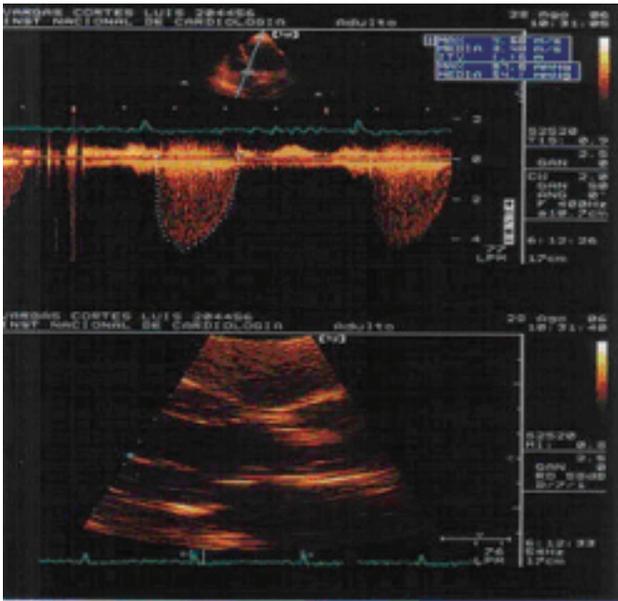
Ecocardiograma que muestra la apertura limitada y el domo de la válvula aórtica.
